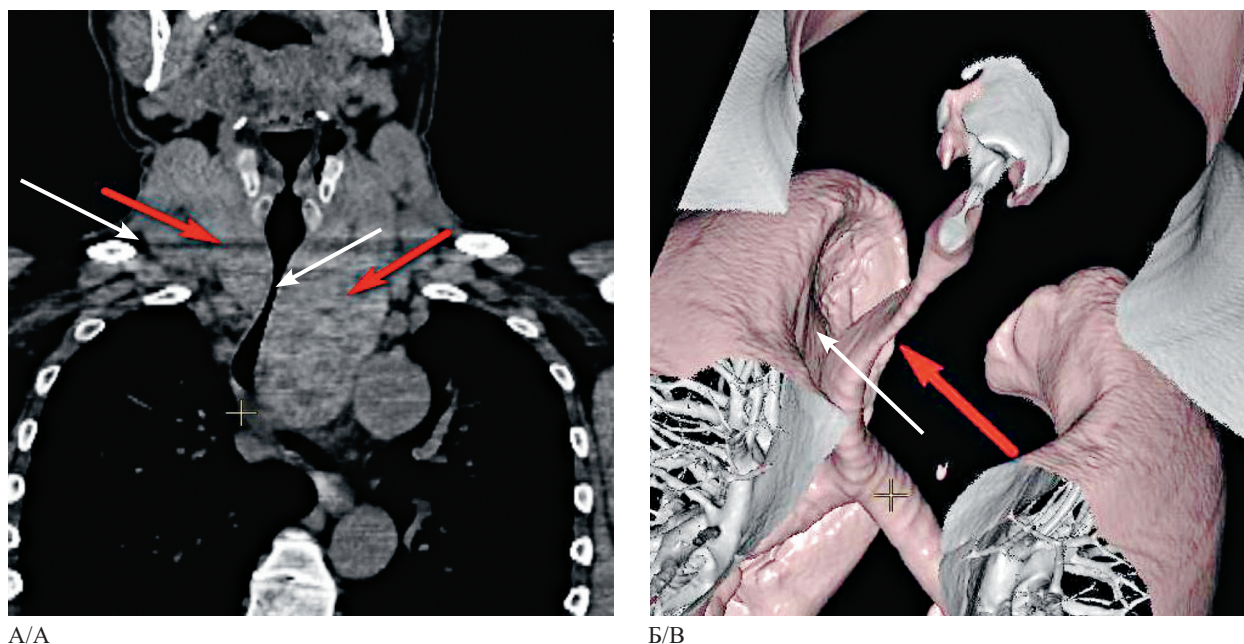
Компьютерная томограмма в прямой проекции (А); трехмерная реконструкция трахеобронхиального дерева (стрелкой отмечена стенозированная трахея) (Б)
